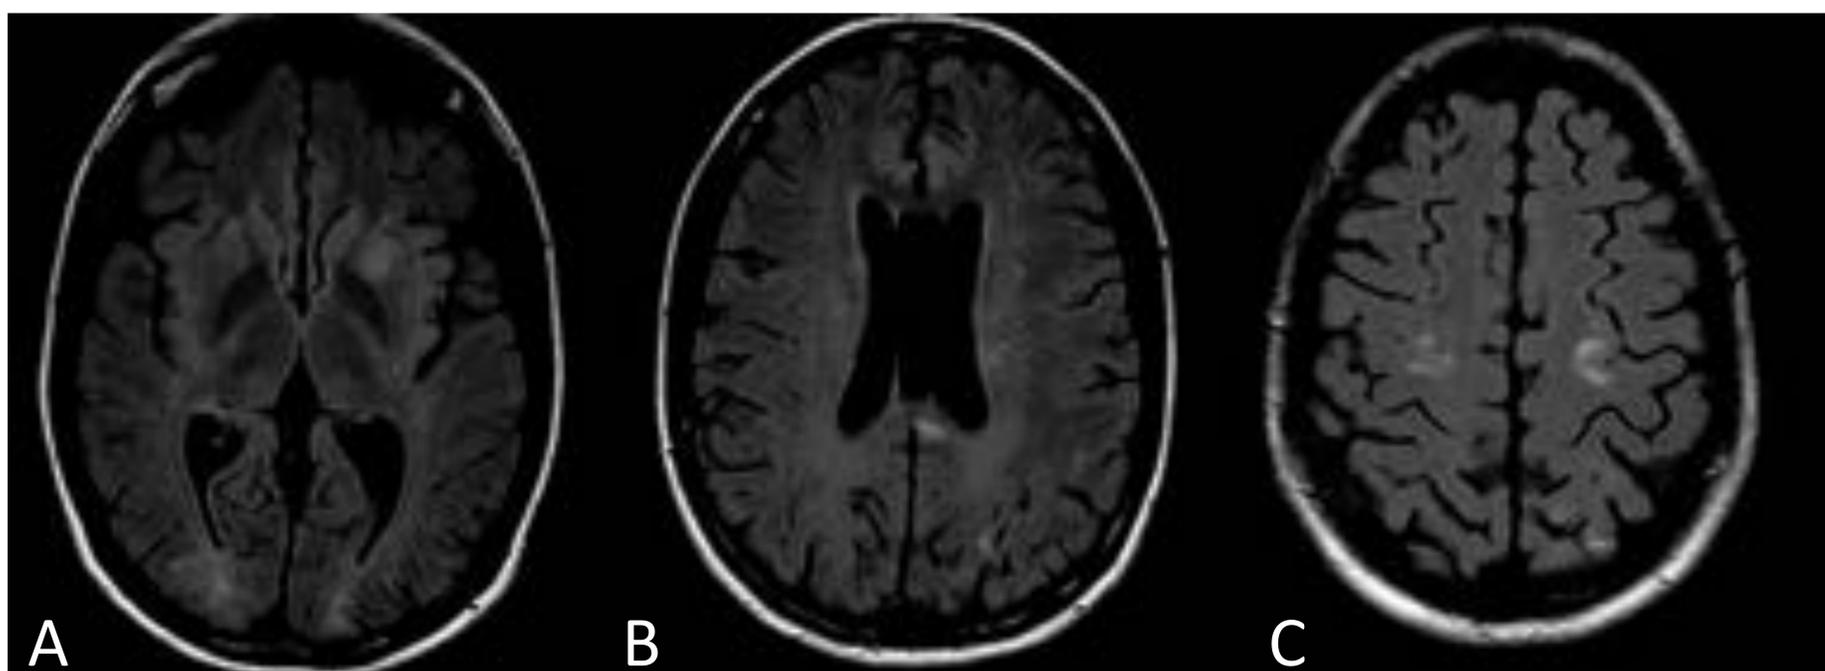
Síndrome HELLP con PRES. Mujer de 24 años. A, B, C) Imágenes axiales T2/FLAIR que muestran focos de aumento de la intensidad de señal en ambos brazos posteriores de la cápsula interna, el putamen izquierdo, ambos lóbulos occipitales y en la sustancia gris predominantemente en los territorios frontera.
